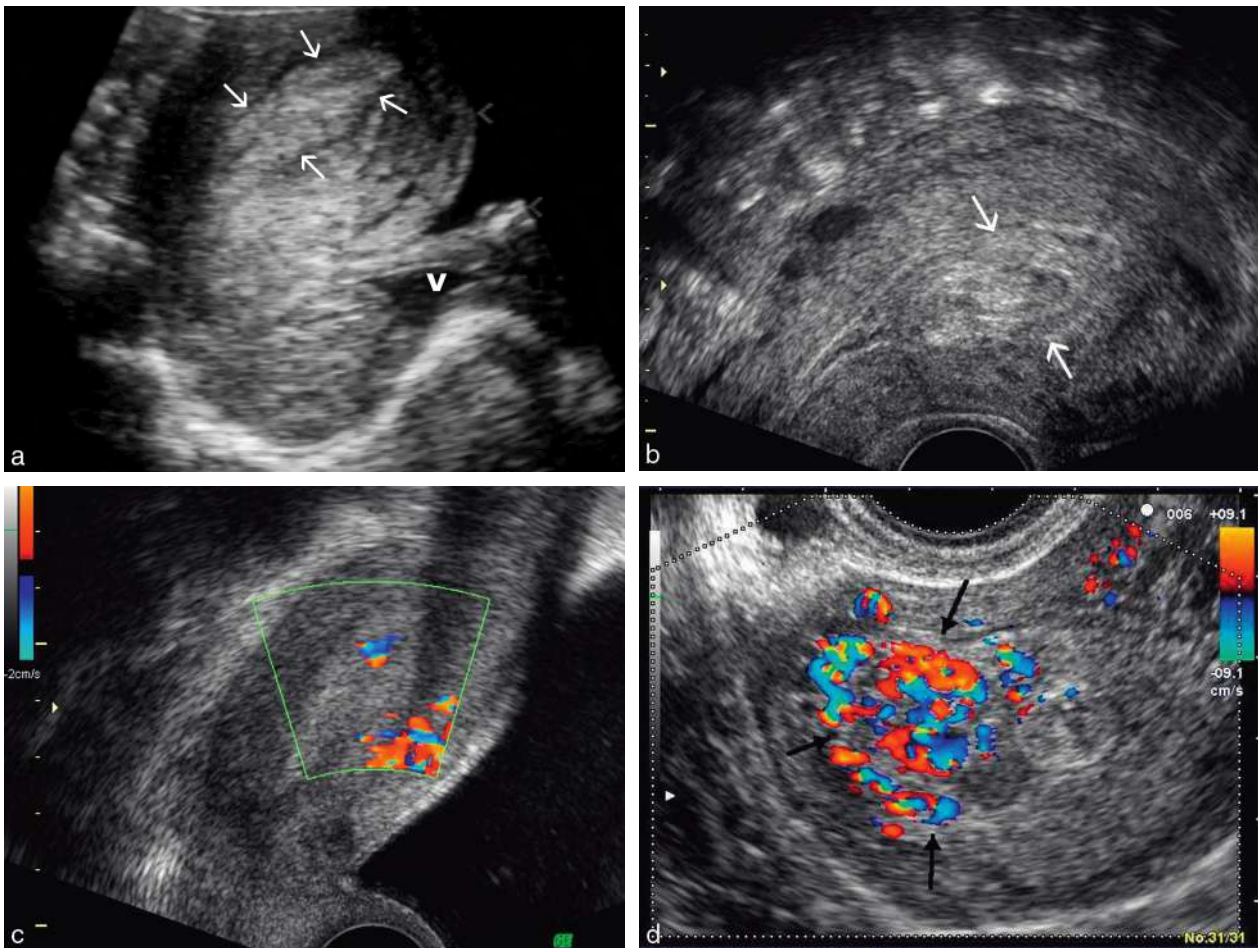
Avortement (IVG) avec rétention. a. Cavité échogène et homogène (→) après IVG : caduque et quelques villosités au curetage. b. Après IVG. Cavité encore épaisse (18 mm) et échogène. L'aspect « en pelure » (→) plaide pour des caillots organisés. c. Cavité épaisse et homogène (> 15 mm) avec un petit flux Doppler qui plaide en faveur d'un rétention trophoblastique. d. Rétention trophoblastique (→) hypervascularisée en Doppler.
